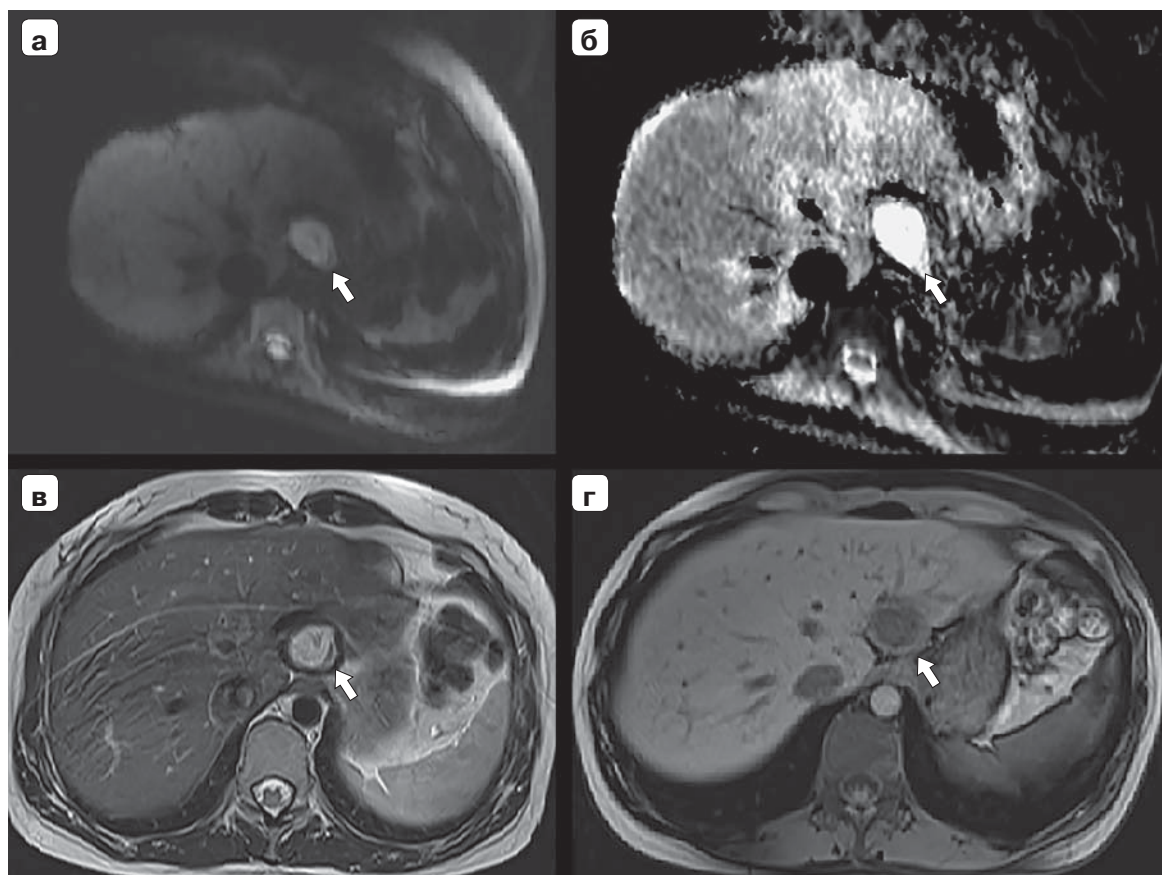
Магнитно-резонансные томограммы. Эхинококкоз печени: а – ДВИ; б – ИКД; в – T2-взвешенное изображение; г – T1-взвешенное изображение. В левой доле печени кистозное образование (указано стрелкой) с толстой фиброзной капсулой и хаотично расположенными толстыми перегородками. При сравнении ДВИ и ИКД истинного ограничения диффузии в структуре образования нет.
